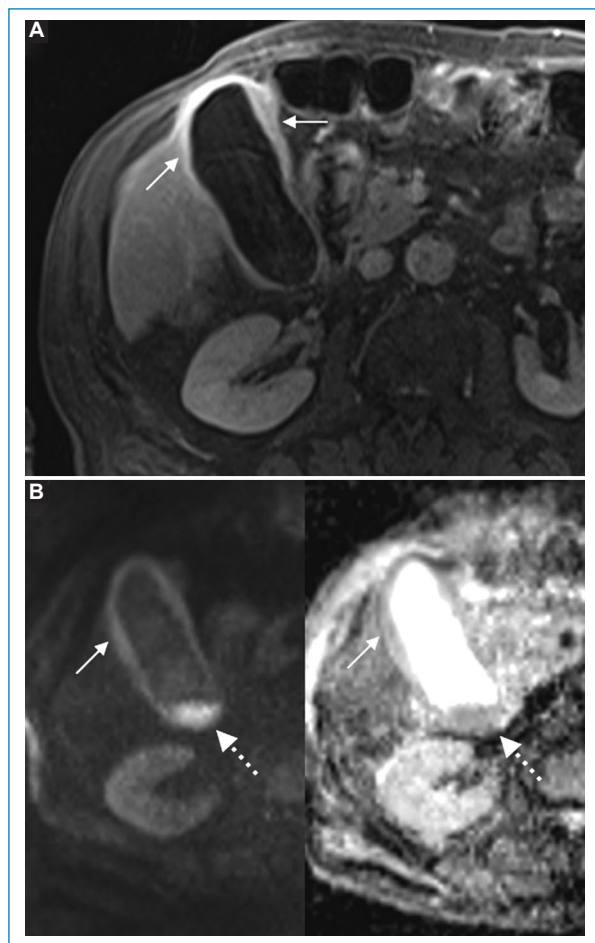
Varón de 86 años en estudio por dolor en hipocondrio derecho y distensión abdominal, con diagnóstico de empiema vesicular. RM de abdomen. A: secuencia ponderada en T1 con saturación grasa con contraste endovenoso. B: secuencia de difusión b800 y CDA, plano axial, muestran engrosamiento y realce de la pared vesicular (flechas en A) y restricción en difusión de la pared vesicular (flechas en B). El contenido de la luz vesicular muestra nivel líquido-líquido y restricción en difusión del contenido en el sector declive vinculable a pus (flechas punteadas).
